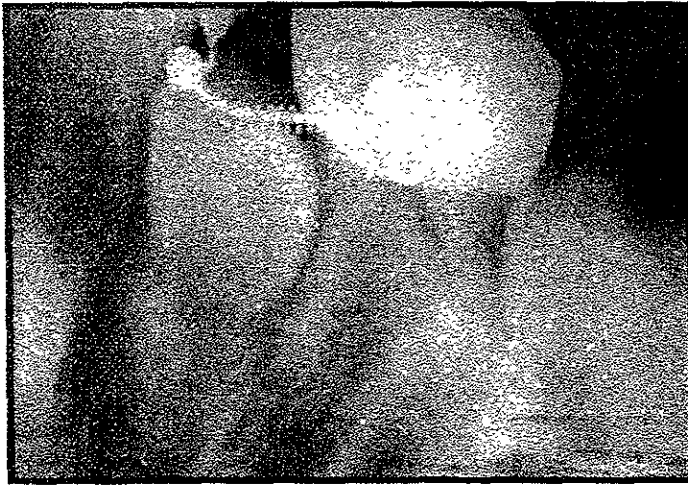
Recuperador de espacio. radiografía dentoalveolar de avance
